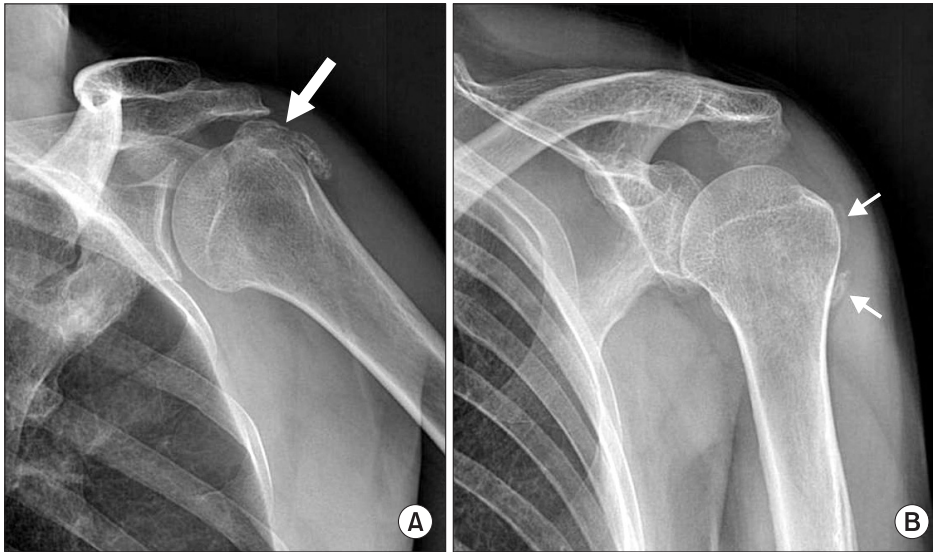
The left shoulder AP (A) and 30 degree caudal tilt (B) radiographs show oval shaped calcific loose bodies in the subdeltoid recess (thick arrow) and bony protrusion on greater tuberosity of the humerus (thin arrows).
